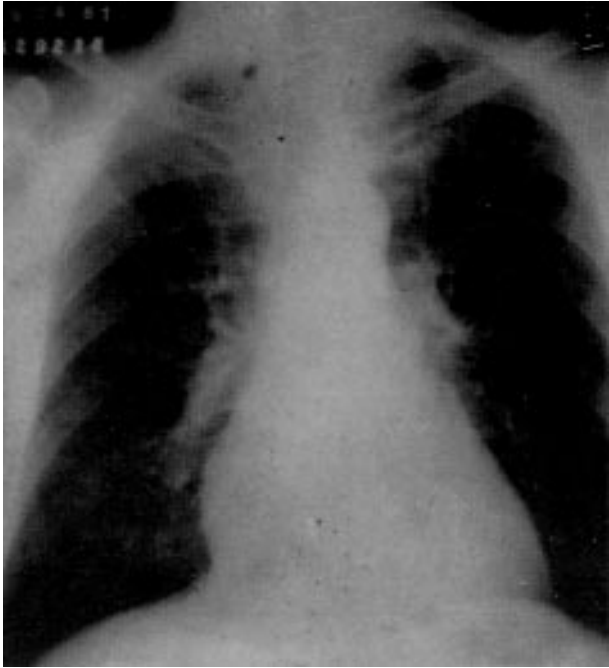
Radiografia de tórax revelando aumento da área cardíaca.
